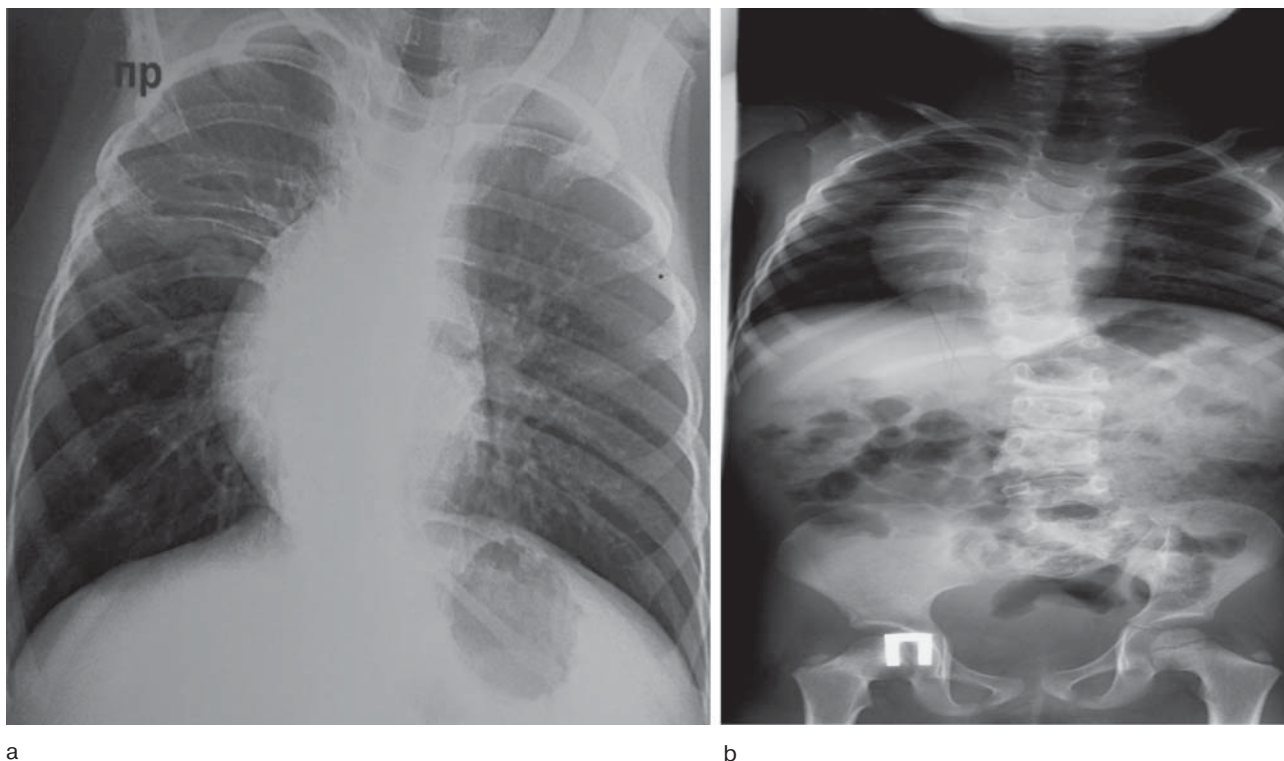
а – обзорная рентгенограмма органов грудной полости – средостение смещено за счет поворота, праворасположенное сердце – декстрапозиция сердца, размеры сердца не изменены; б – рентгенограмма костно-суставной системы: врожденный сколиоз грудного, поясничного отделов, остаточный подвывих тазобедренного сустава, слабость медиальной поддерживающей связки, перекос таза на 12 мм, порок развития пояснично-крестцового отдела, копчиковые позвонки отсутствуют.
